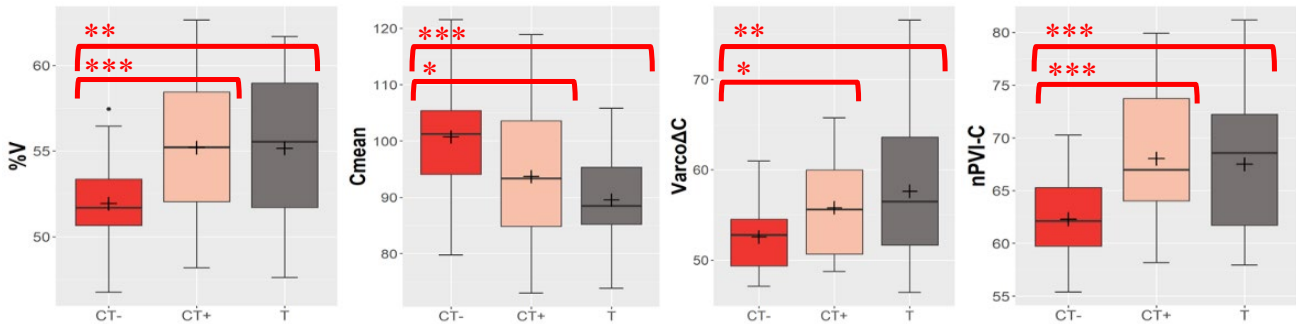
Moyenne (+), médiane (trait horizontal) et variabilité du pourcentage d'intervalles vocaliques (%V, gauche), de la durée des intervalles consonantiques (*Cmean*, milieu gauche), du coefficient de variation de ΔC (*VarcoAC*, milieu droite) et de la variabilité normalisée des intervalles consonantiques (*nPVI-C*, droite) des patientes post-thyroïdectomie avec suspicion d'atteinte du NLS (CT-, rouge), sans suspicion (CT+, saumon) et des femmes témoins (T, gris).
